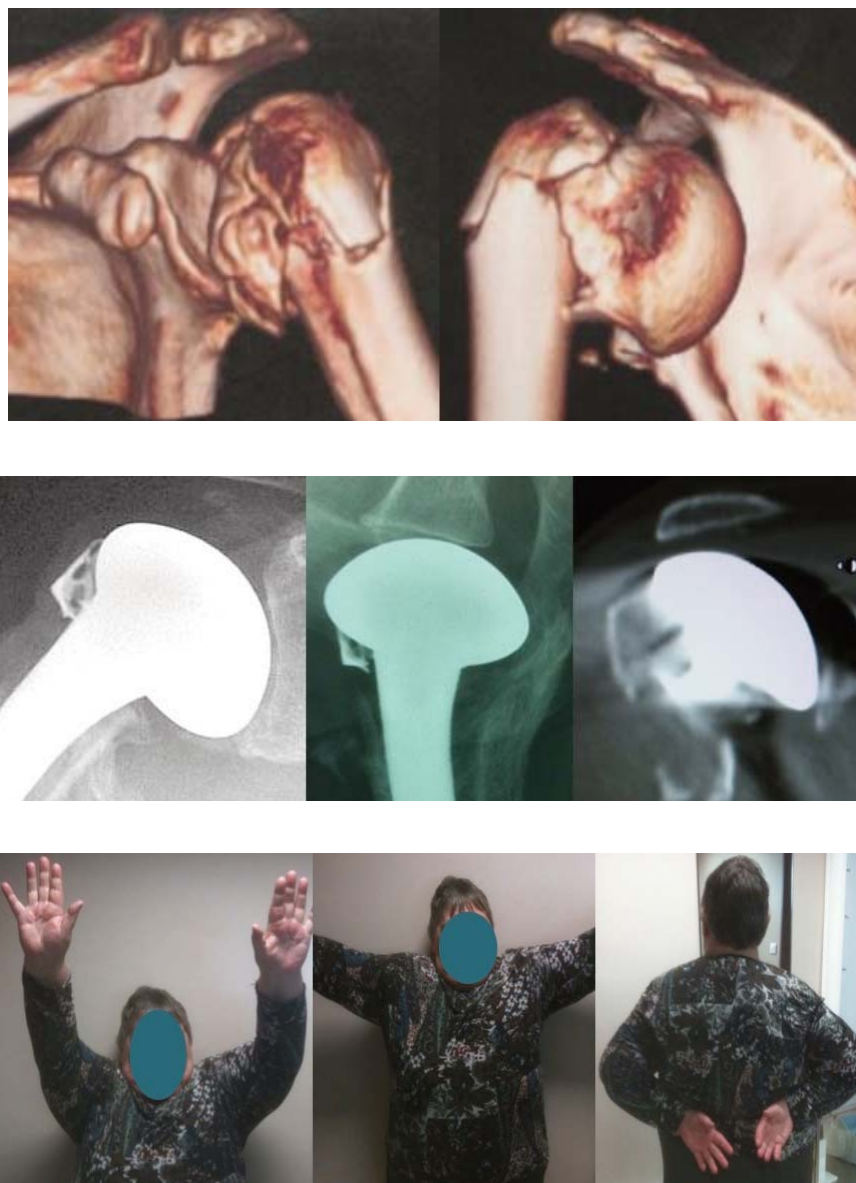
Reconstruction 3D d'une fracture CT4 chez une patiente de 64 ans, aspect de la consolidation des tubérosités à 6 mois, et résultat fonctionnel à 6 mois.
